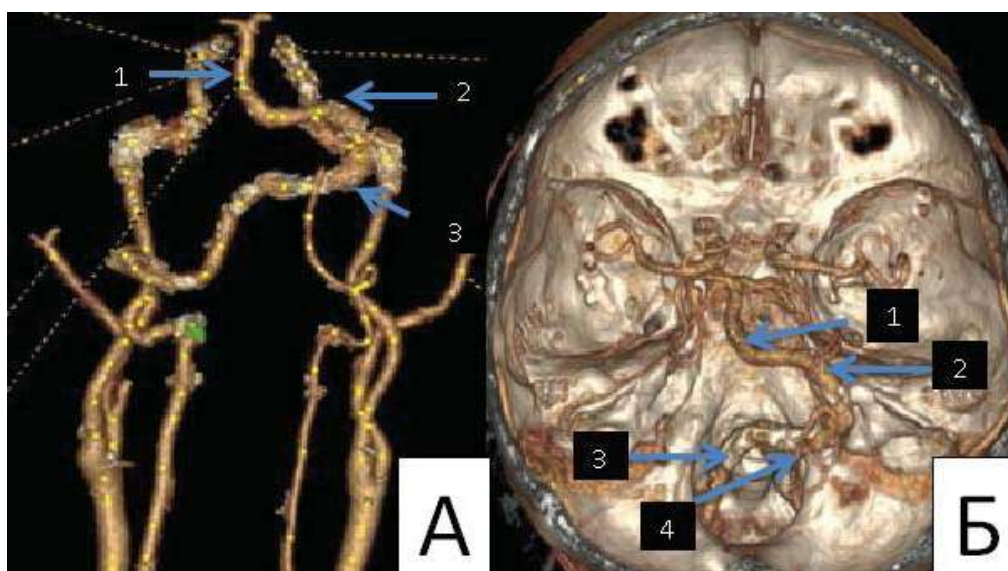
КТ ангиография, вертебробазилярная долихоэктазия у пациента 1. А. 3D КТ ангиография с субтракцией. Б. 3D КТ ангиография с костями основания черепа (1 - дистальный отдел основной артерии, 2 - деформированный и дистопированный вправо проксимальный отдел основной артерии, 3 - деформированная левая позвоночная артерия, 4 - правая позвоночная артерия)
